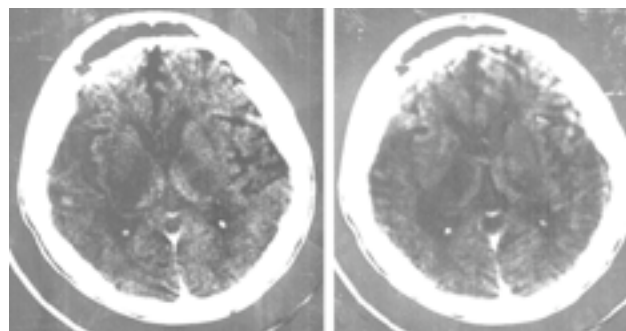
TDM cérébrale patient n° 2 : hypodensité thalamique.
